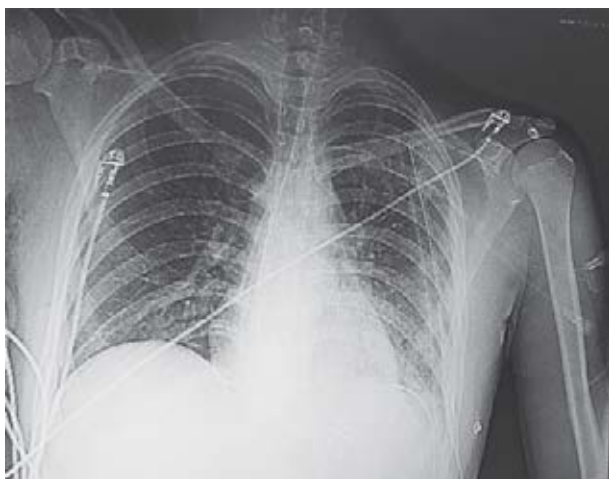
Radiografía de tórax PA de hospital de referencia.
